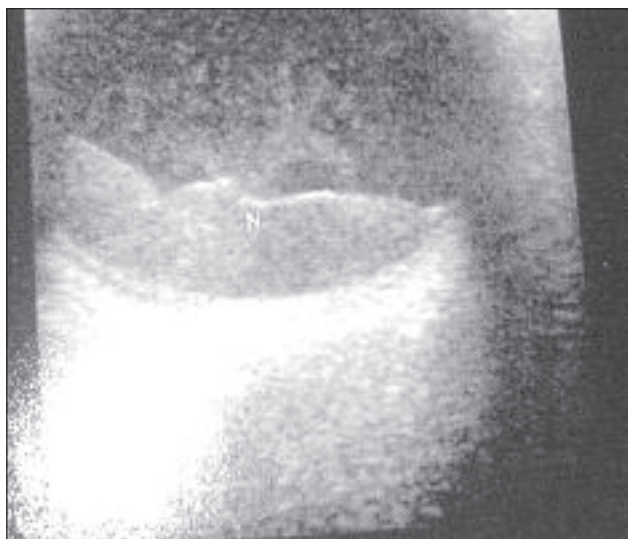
Ultrassonografia modo B mostrando lesão intra-ocular extensa
